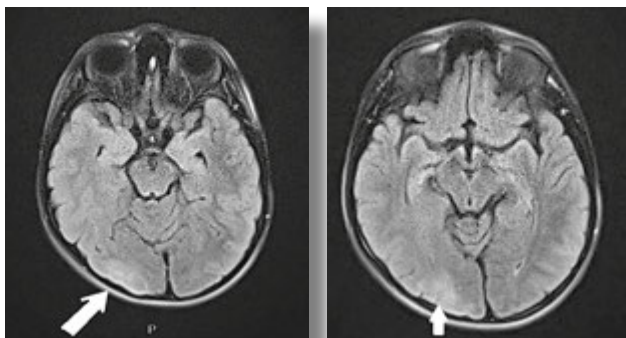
Результаты МРТ исследования
